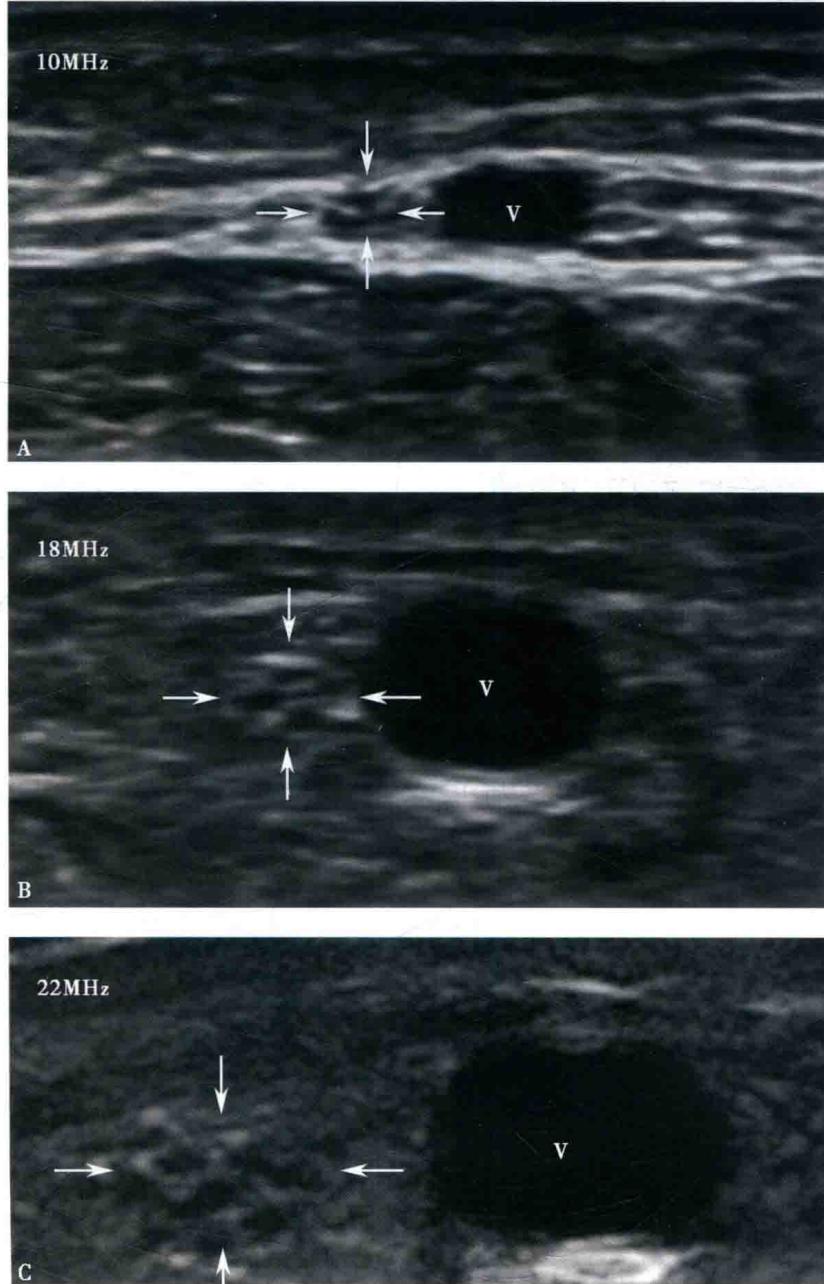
不同频率超声显示腓肠神经声像图(箭头)
